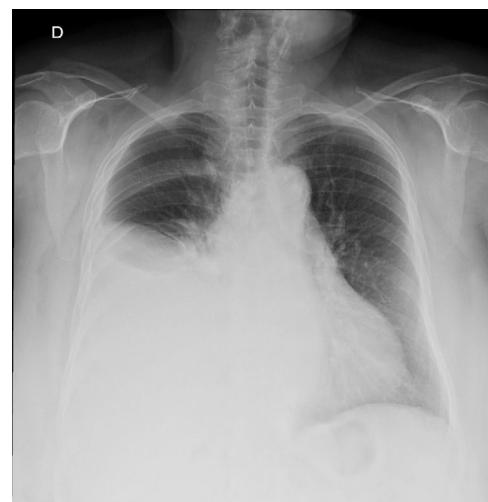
Radiografía simple de tórax que muestra hidrotórax derecho.
